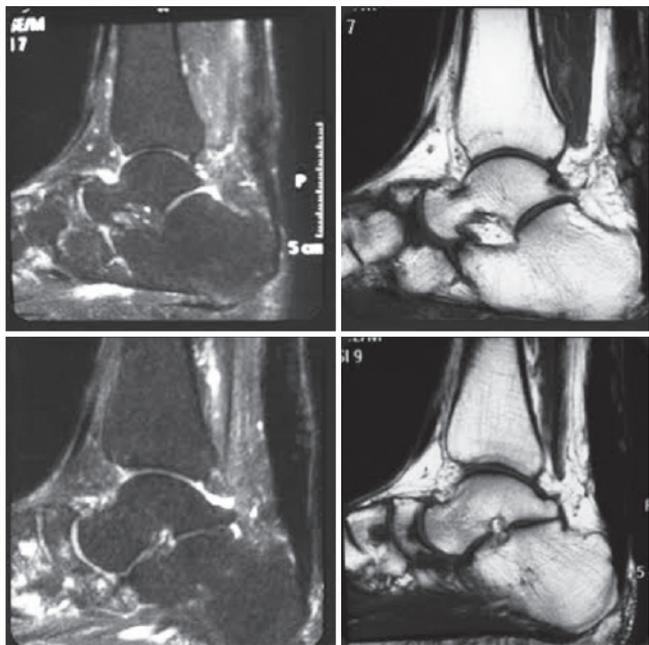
Ressonância magnética do tornozelo com cortes sagitais – T2 à esquerda e T1 à direita.
